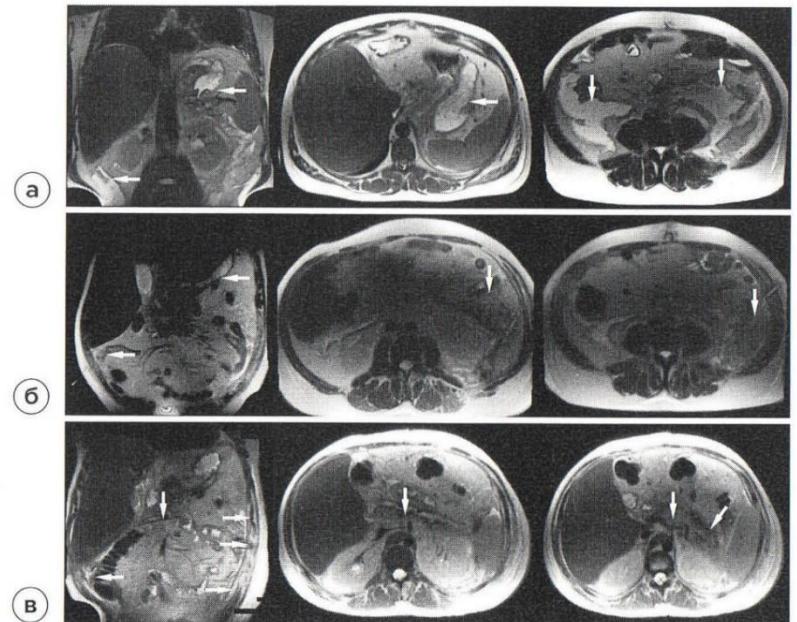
МРТ. Панкреонекроз, парапанкреатит. а – при поступлении, острые скопления жидкости (отмечены стрелками) в сальниковой сумке, параколической клетчатке справа и слева (Balthazar E, МРТ-индекс 9 баллов), б – после дренирования сальниковой сумки, параколической клетчатки под УЗИ (стрелками отмечены места стояния дренажей) справа и слева (Balthazar E, МРТ-индекс 8 баллов), в – после лапаротомии, некреквестэктомии, дренирования сальниковой сумки, параколической клетчатки с обеих сторон (стрелки), уменьшение инфильтративных изменений в теле и хвосте ПЖ (Balthazar C, МРТ-индекс 7 баллов).
